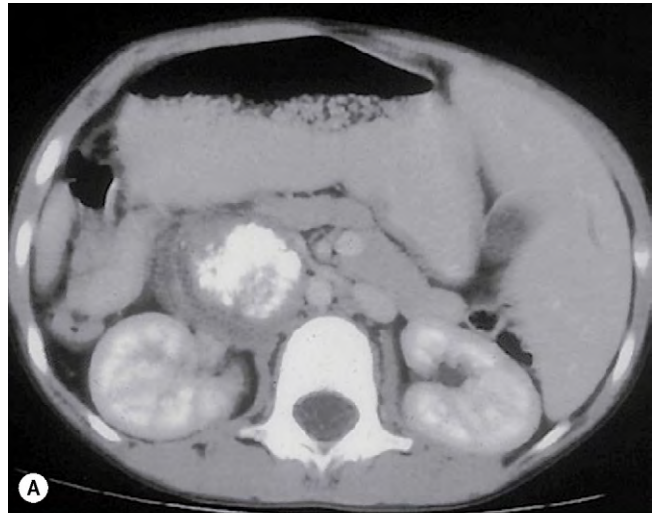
Neuroblastoma. (A) La TC axial muestra un tumor adyacente al riñón; (B) metástasis orbitarias bilaterales.
